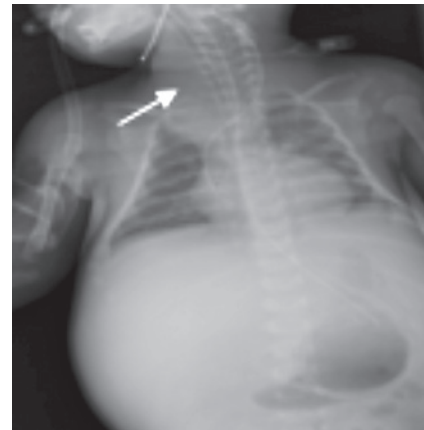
Обзорная рентгенограмма органов грудной клетки, брюшной полости: образование верхнего средостения, гепатомегалия
